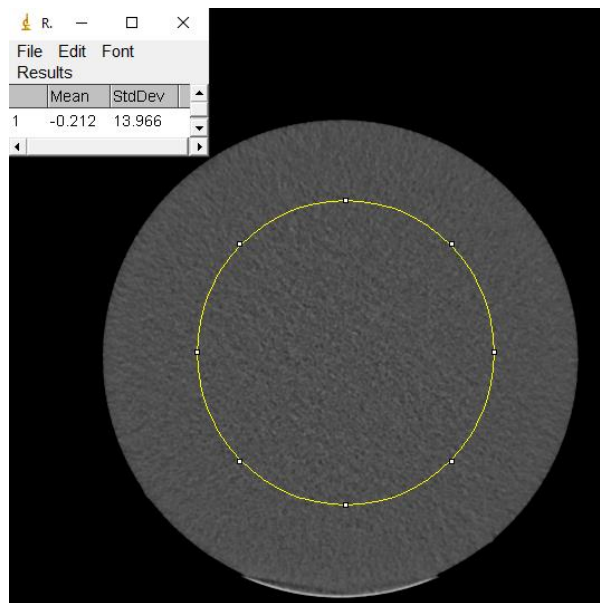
Пример обработки КТ-изображения однородного блока ACR-фантома для оценки шума
